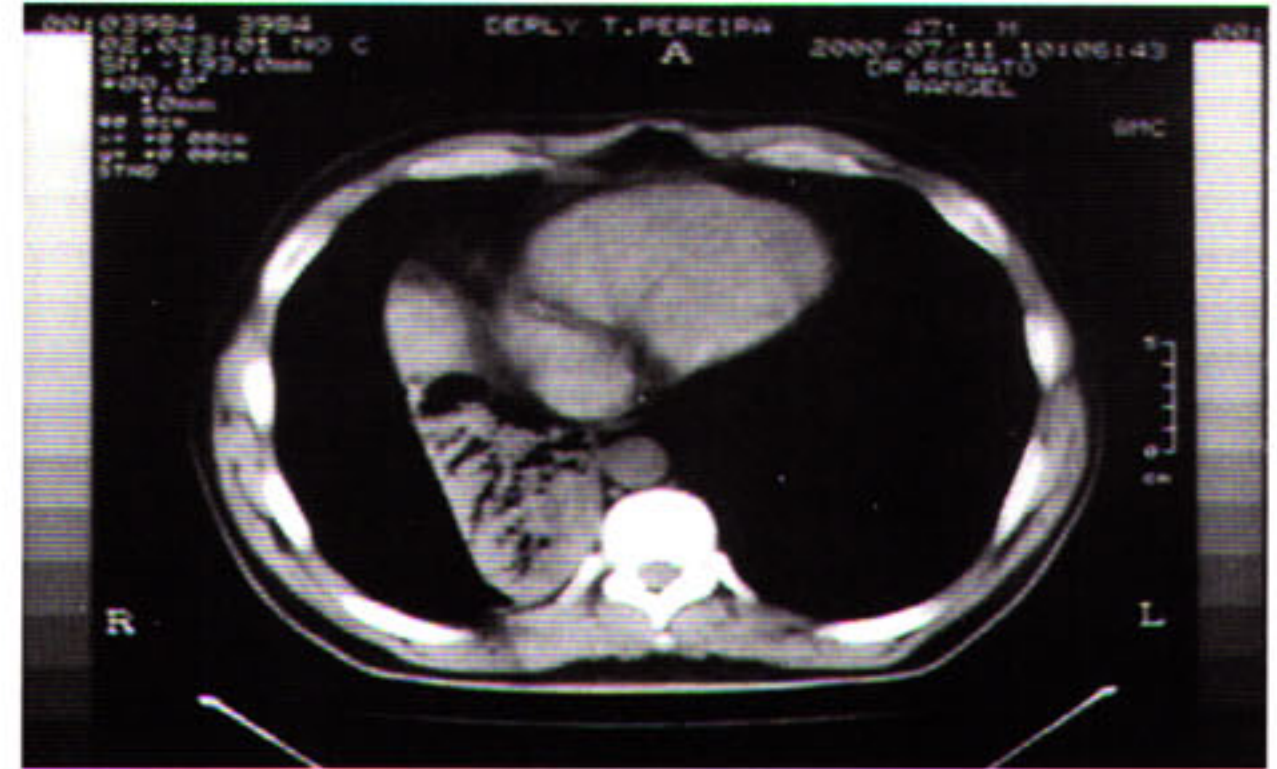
Tomografia computadorizada de tórax evidenciando presença de bronquiectasia em hemitórax direito.
